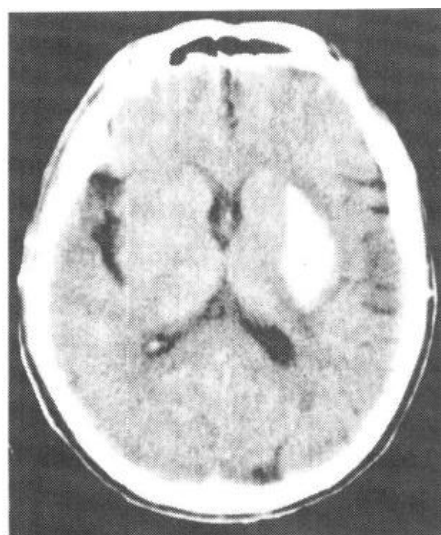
CT 扫描示左侧壳核出血的高密度病灶
